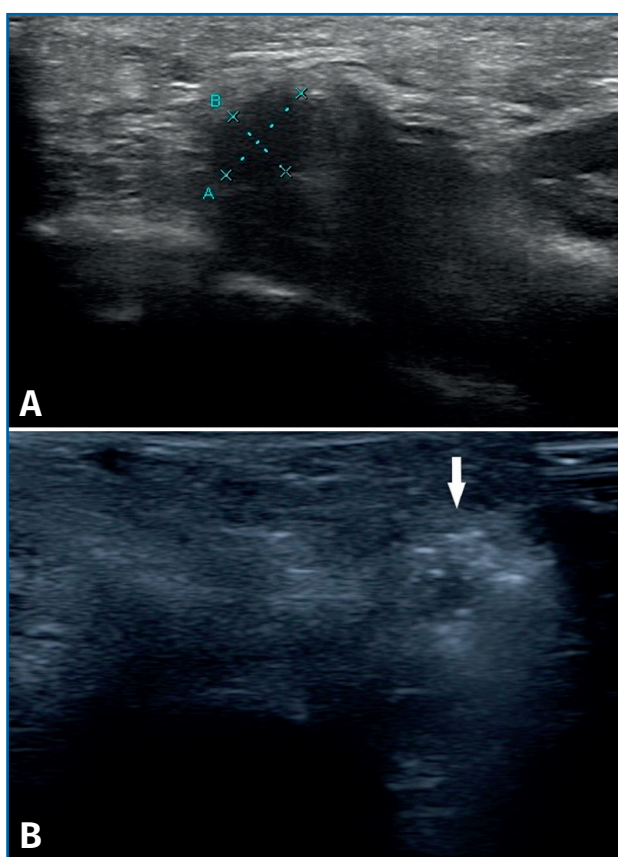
A: ecografía de un neuroma de Morton, donde se objetiva una masa sólida ovalada hipoeoica en el tercer espacio intermetatarsiano; B: imagen de un neuroma de Morton tras el tratamiento. El fluido de la infiltración de colágeno rodea al neuroma de Morton (flecha blanca).
